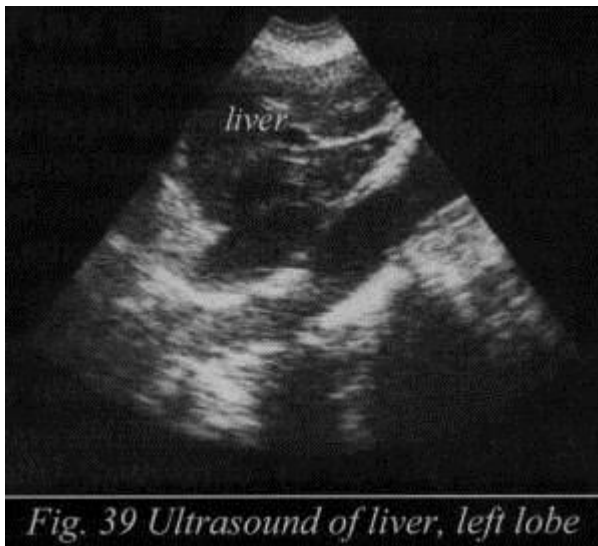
Ultrasound of liver, left lobe
